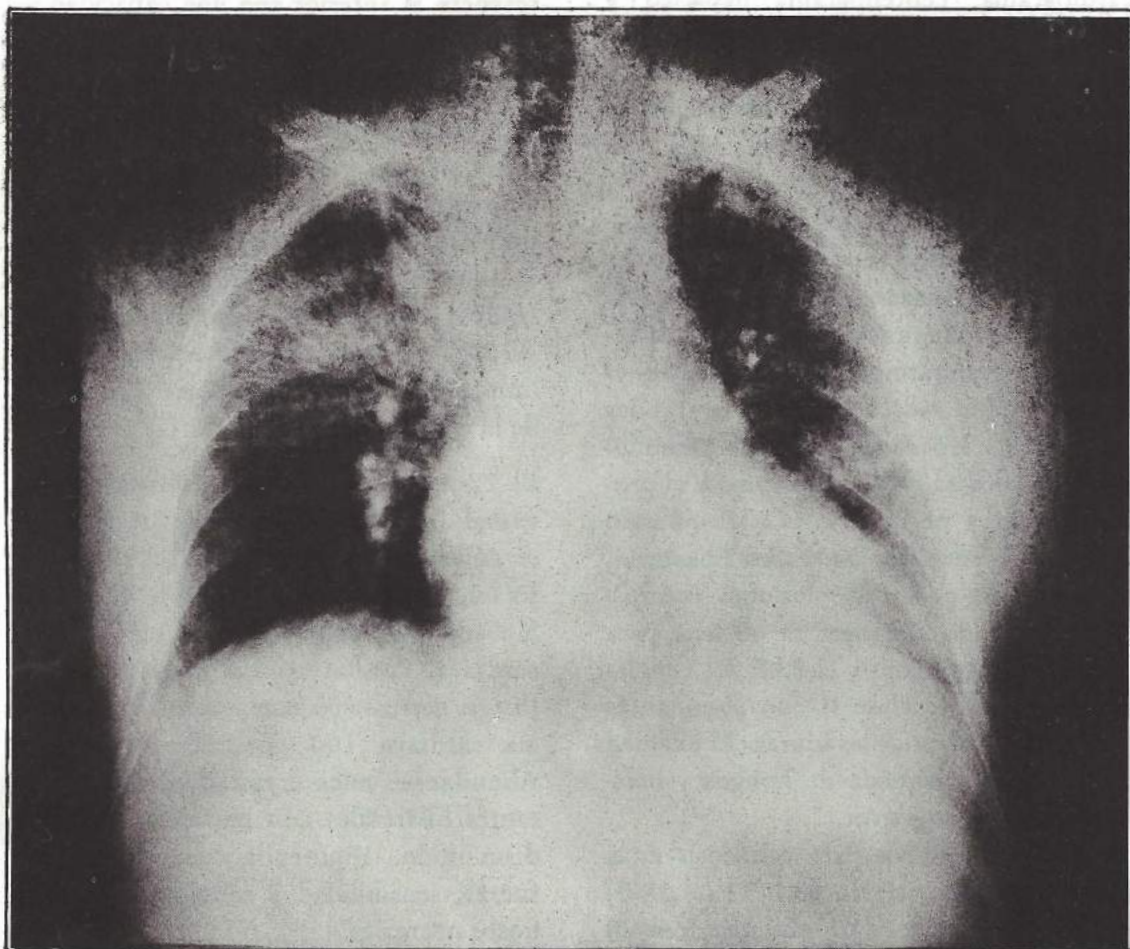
Radiografía de tórax. Cardiomegalia. Ensanchamiento mediastinal superior. Imágenes intersticiales bilaterales a predominio de lóbulo superior derecho. Lóbulo de la ácidos.
